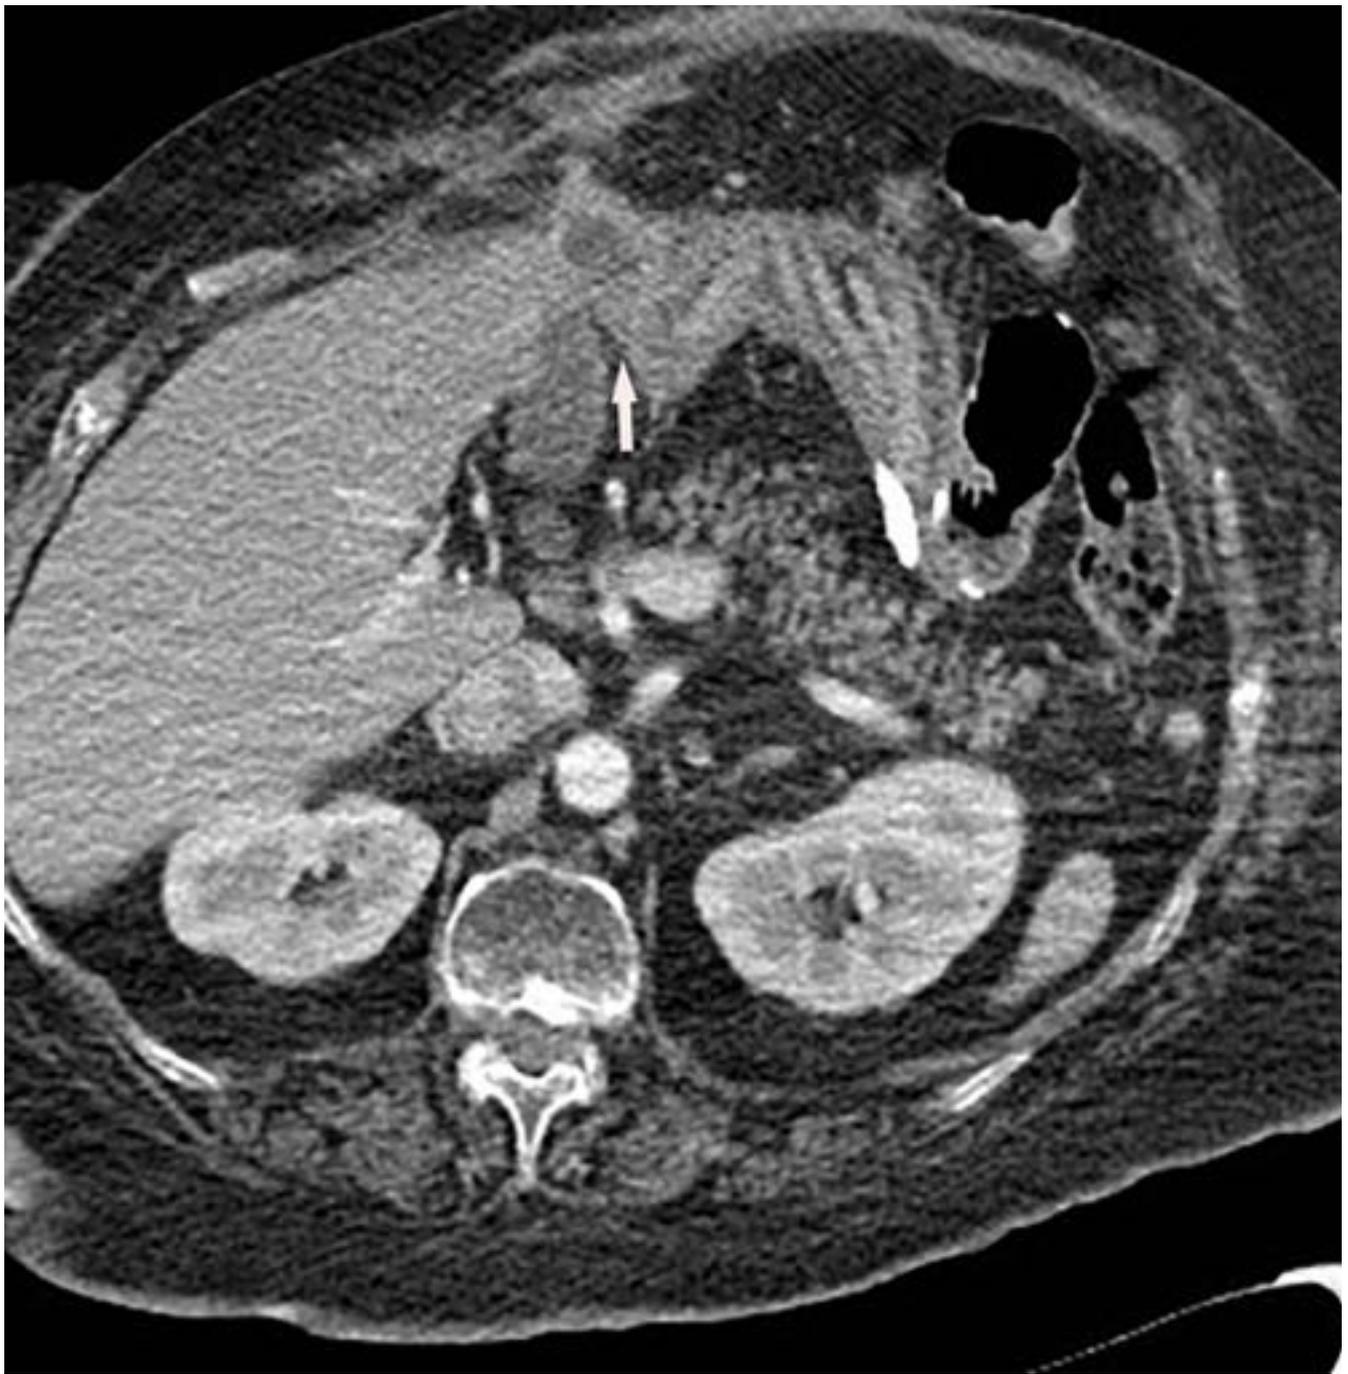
Fístula colecistoduodenal (flecha) observada en TC en un paciente con absceso perivesicular tras colecistitis aguda.
